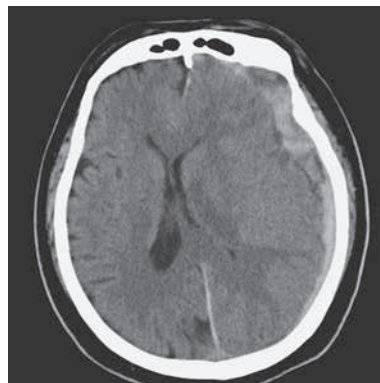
頭部 CT（入院 2 日後）。左側側頭葉主体に急性硬膜下血腫を認める。
